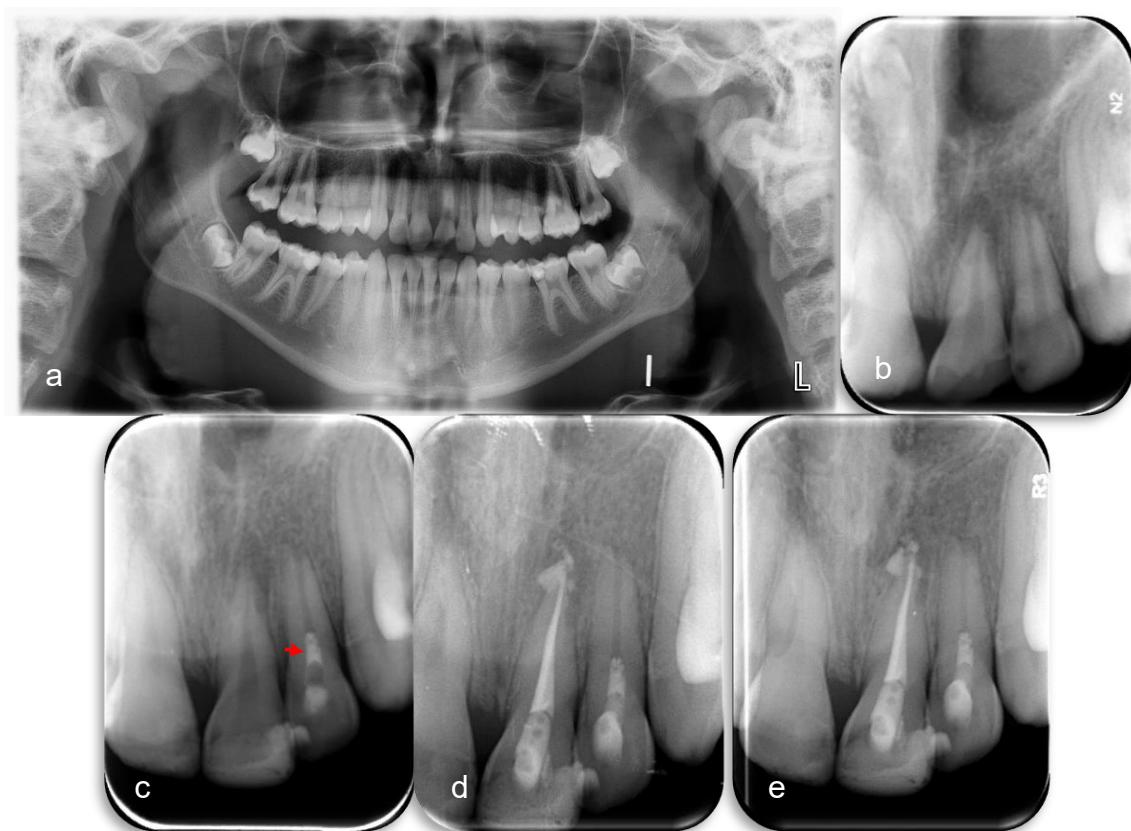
Preoperative (a) panoramic and (b) periapical radiographs, (c) periapical radiograph taken during the RET of tooth 22, red arrow indicates the MTA, (d) root canal filling of the tooth 21, (e) 17-month follow-up image
